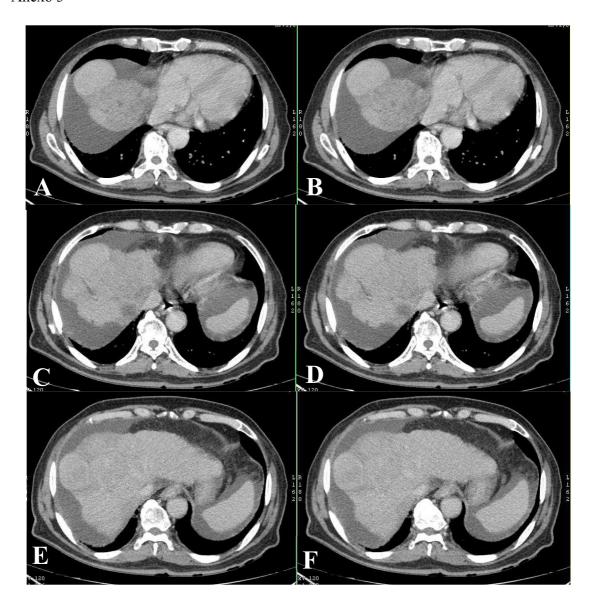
TAC Trifásica de Hígado (Fase portal). Imágenes A, B, C, D, E y F en corte axial. Se observa al hígado de dimensiones normales, de contornos irregulares -lobulados con marcado cambios de la morfología y presencia de pseudonodulaciones de variables dimensiones que oscilan entre los 4cm proyectado sobre el segmento VII-VIII y IV del lóbulo derecho, estas lesiones pseudo-nodulares presentan pérdida de su intensidad en la fase venosa. Se observa la presencia de líquido libre abdominal peri-hepático y peri-esplénico.
